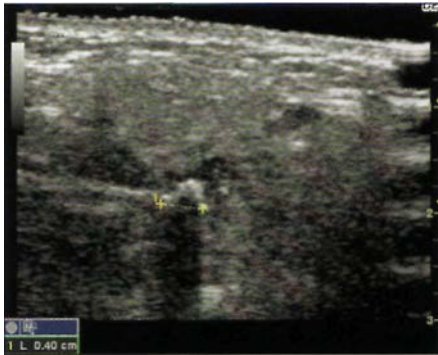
Échographie d'une lithiase sub-mandibulaire visible sous forme d'un hyper-écho blanc.
